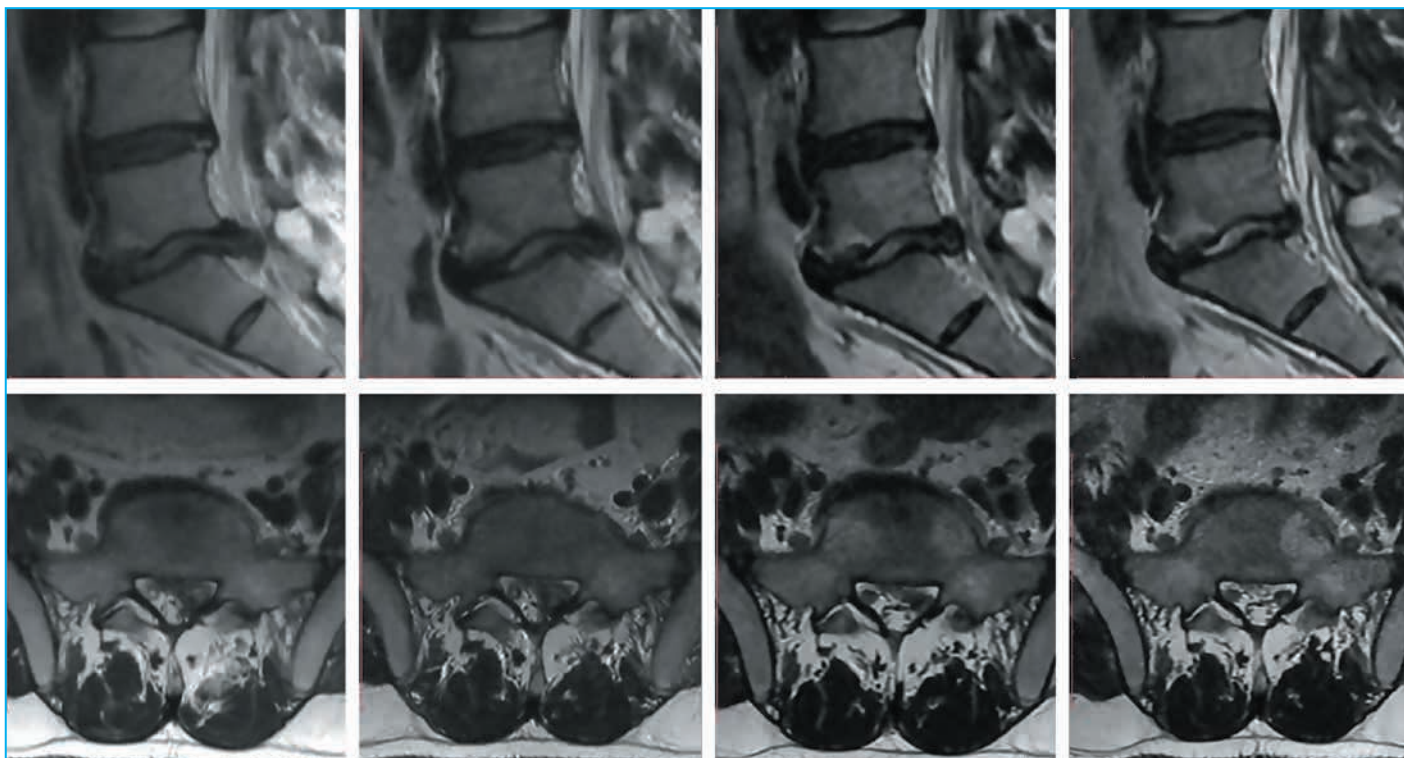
Пациентка Л., 60 лет. До начала лечения боль в ноге оценивала в 6 баллов по ВАШ. Резорбция ГМПД произошла в течение 12 нед. лечения (1-я группа). Размер ГМПД до начала лечения — 87,99 мм<sup>2</sup>, при повторной МРТ — 37,65 мм<sup>2</sup>
